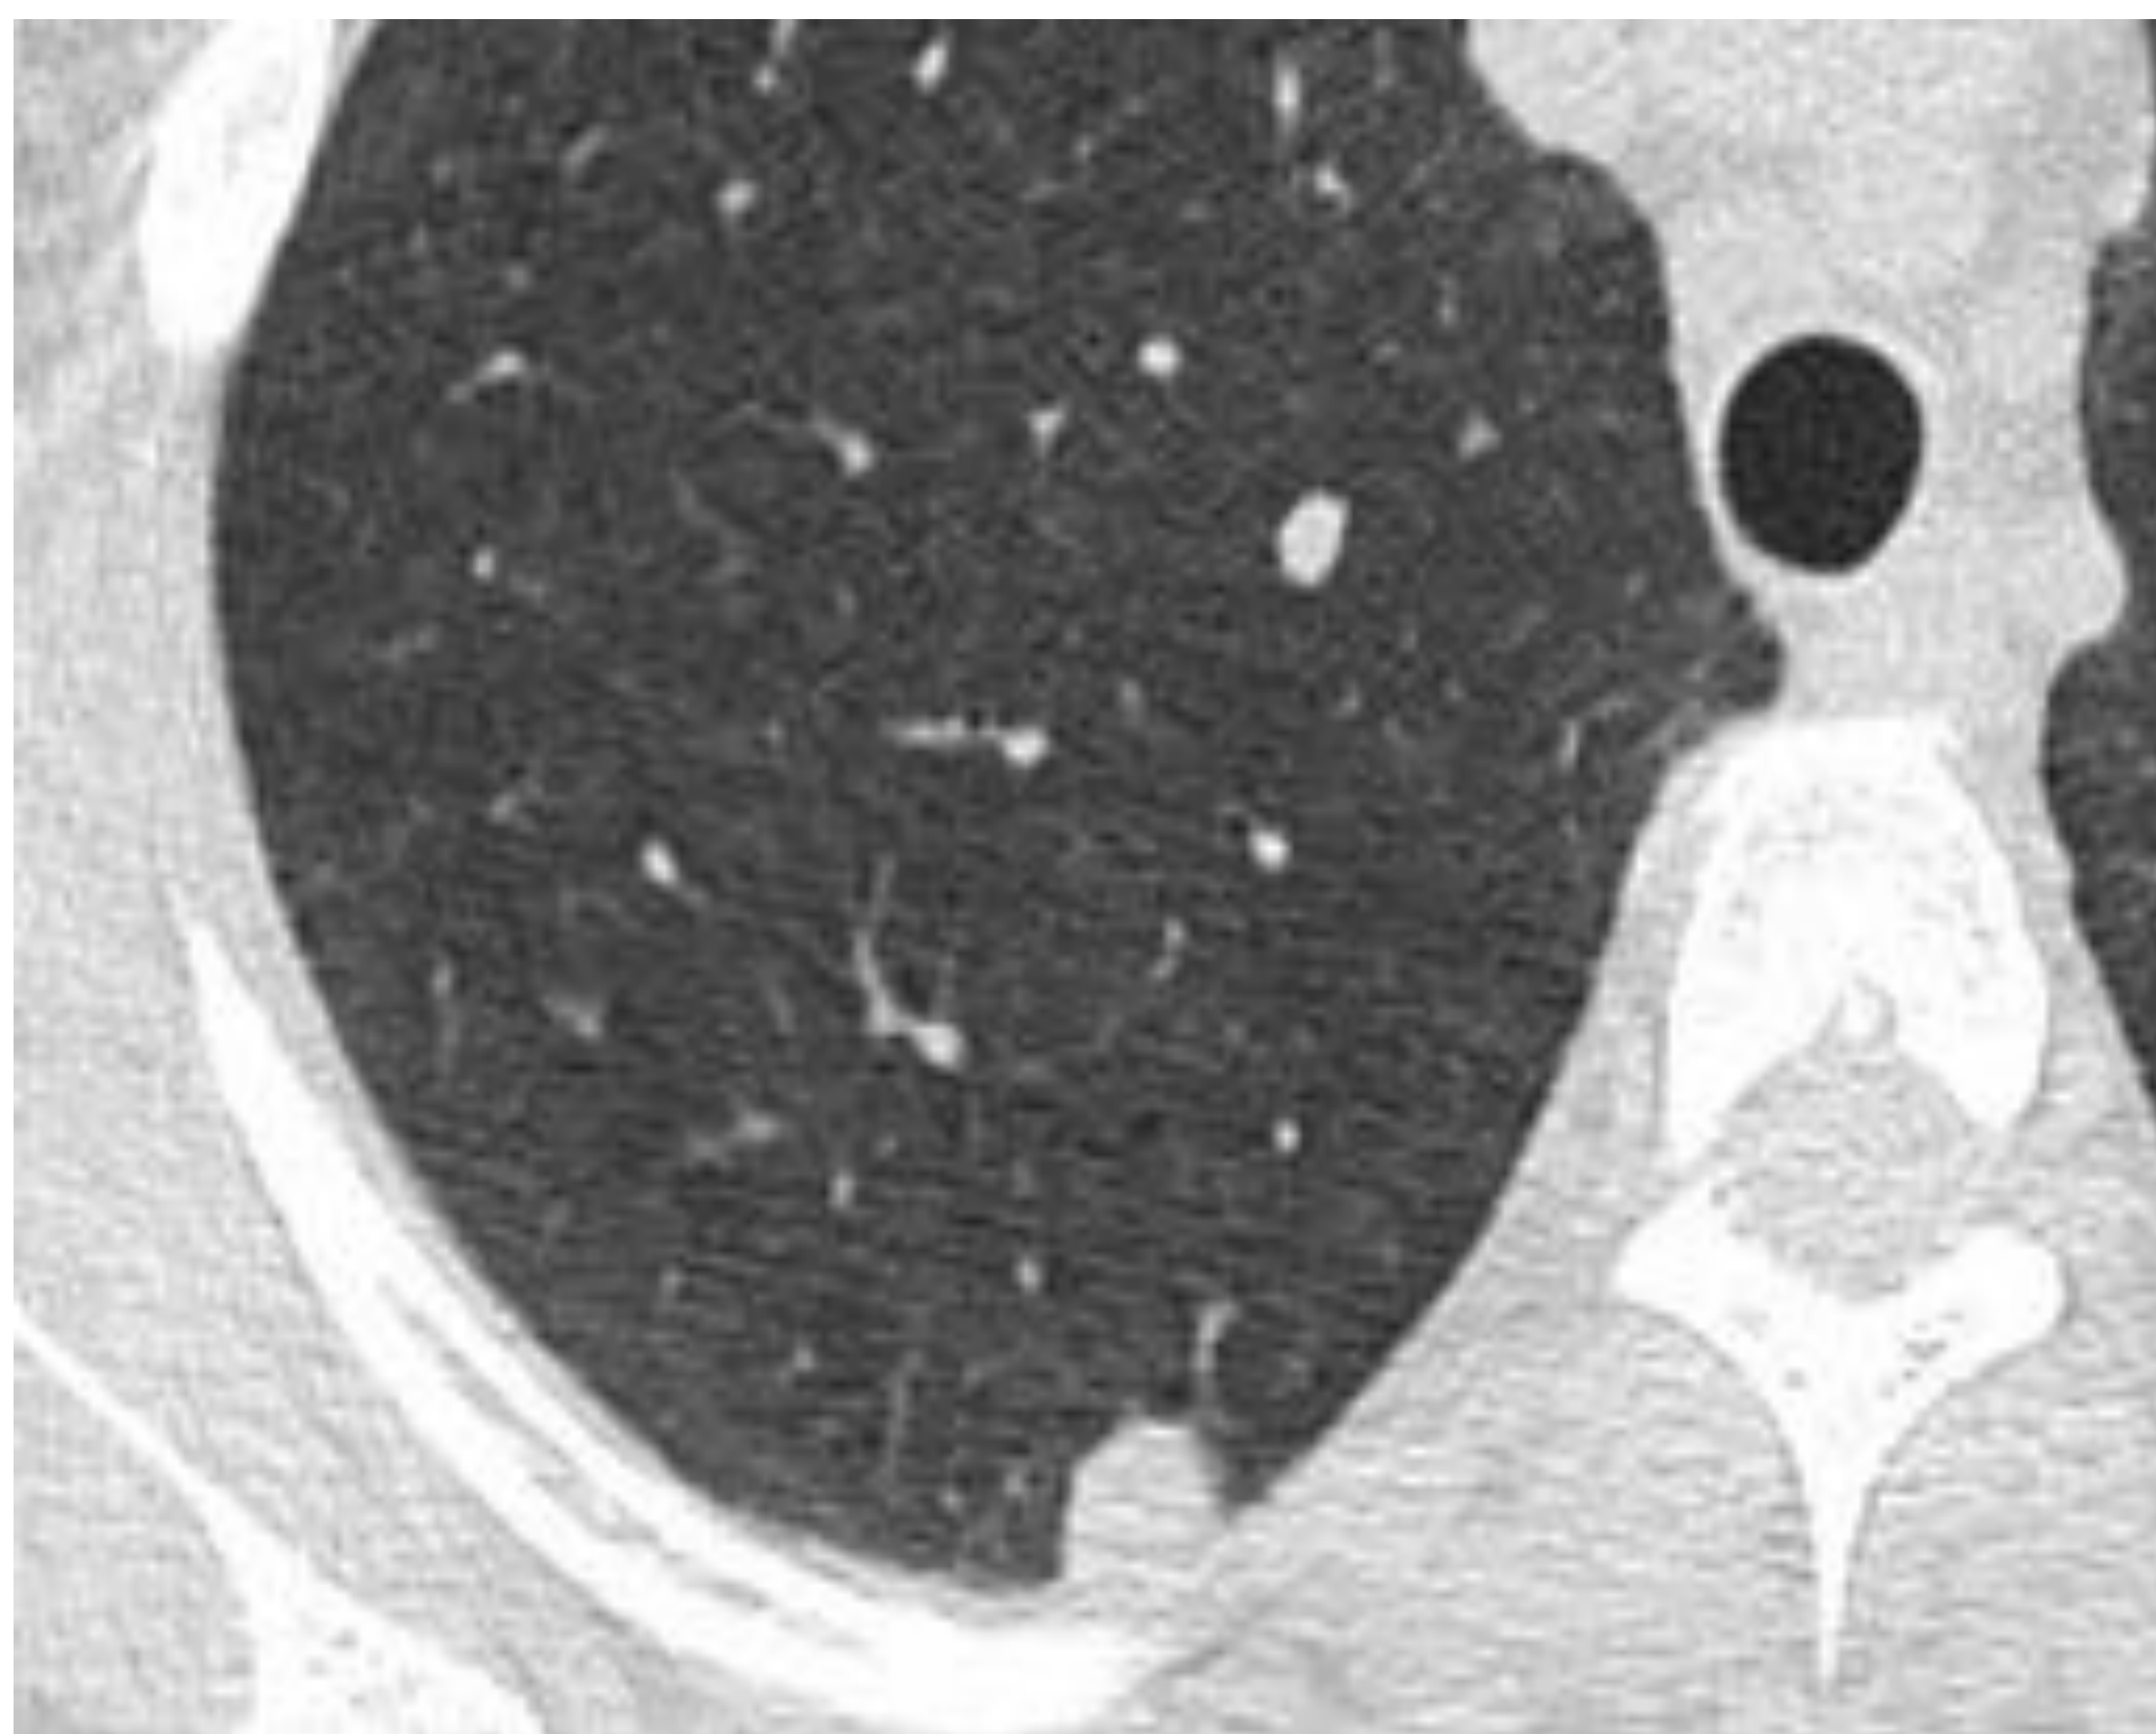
Se observan dos nódulos en LSD (supracarinales), de morfología redondeada (no poligonales) y diferentes tamaños, el mayor en íntimo contacto con la pleura, de 16mm. Estos nódulos no cumplen criterios TC de ganglios intrapulmonares. En este caso corresponden a metástasis de neoplasia de recto (mostraron crecimiento en TC de seguimientos, hipermetabolismo en PET-TC y disminución de tamaño con tratamiento quimioterápico).
